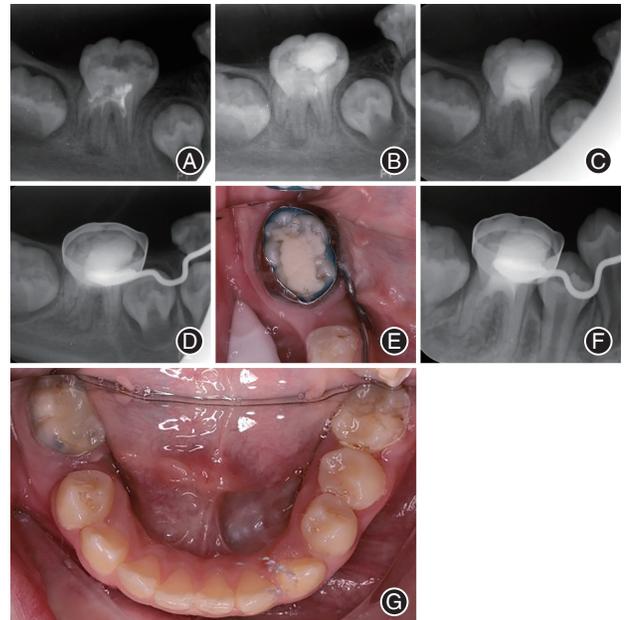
46慢性根尖周炎患者牙髓血运重建术前后及随访图像资料 A:术前X线片;B:三联抗生素(TAP)封入6个月X线片;C:术后即刻X线片;D:12个月后复查X线片;E:12个月后复查口内照;F:36个月后复查X线片;G:36个月后复查口内照。
